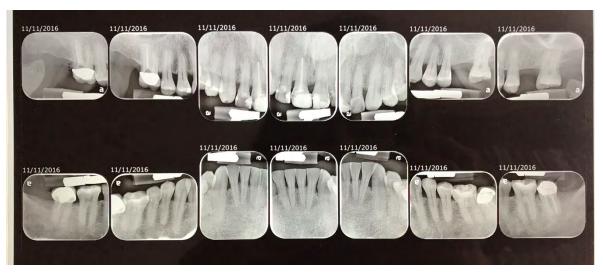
Serie Radiográfica Periapical
